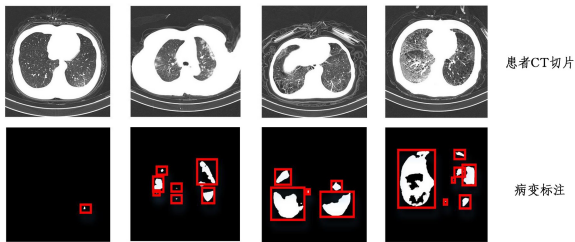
COVID-19患者胸部CT切片及病变标注(电子版为彩图)
